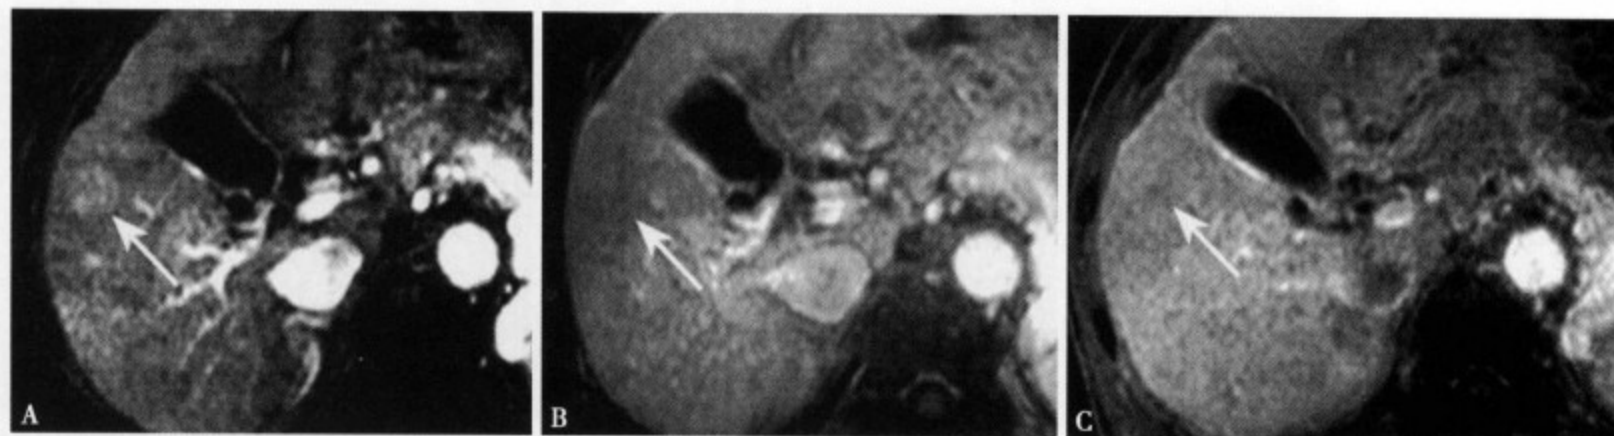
增强 MRI 动脉期 (A) 病灶轻度强化，并可见供血动脉与肿瘤相连；静脉期 (B) 整个肿瘤呈轻度均匀性强化；平衡期 (C) 病灶几乎不能显示
